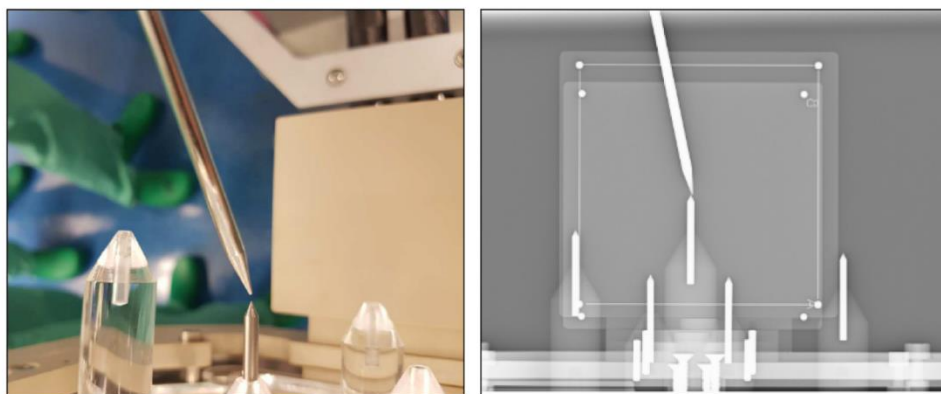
Fotografie (links) und Röntgenaufnahme (rechts) der Nadel in Endposition. Es sind ebenfalls die Punkte der Lokalisationsplatten zu sehen, anhand derer das Koordinatensystem registriert wird
